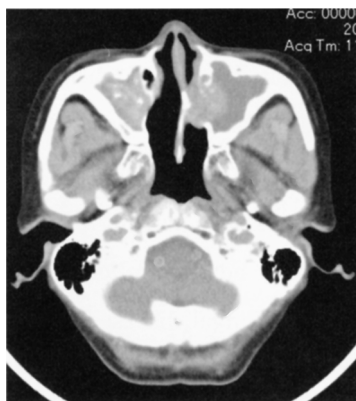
Accessory nasal sinus CT findings recognized abnormal density with calcification full of in both maxillary antrum, and maxillary antrum fungal diseases was doubted powerfully.
